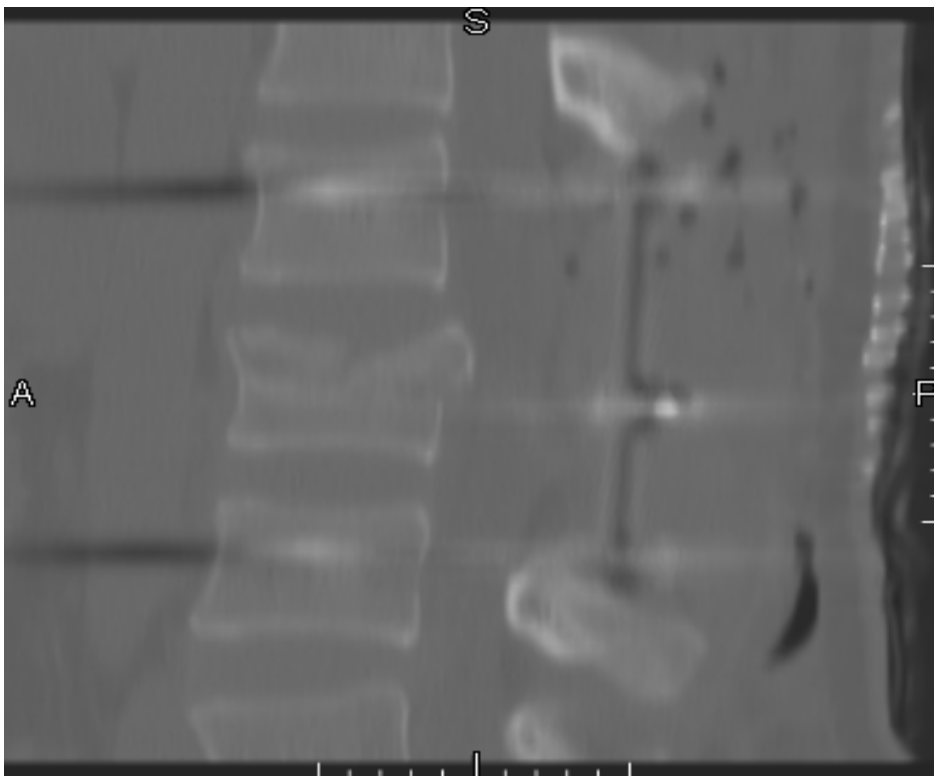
Postoperativ CT av samme fraktur. Merk pedikkelskruer, stag og uført laminektomi.
